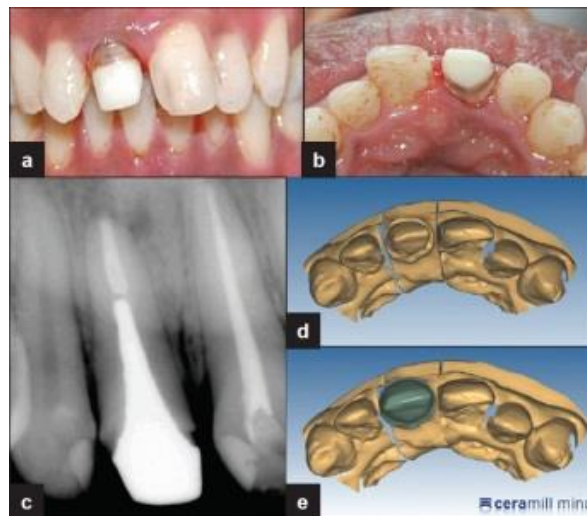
Cimentação do pino e núcleo em zircônia (a), vista oclusal da cimentação (b), radiografia da adaptação do pino e núcleo (c) e escaneamento óptico do preparo para confecção do coping em zircônia (d) e (e).
